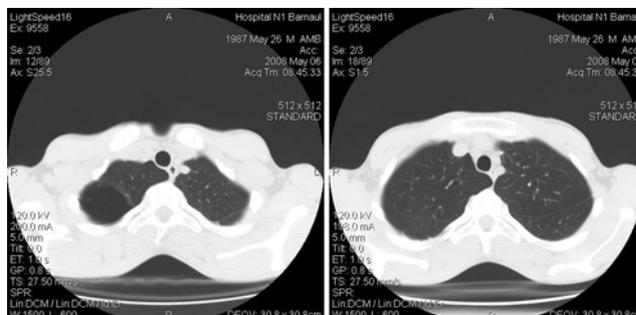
Компьютерные томограммы органов грудной клетки больного 20 лет через 1 мес. после удаления эндобронхиального клапана
